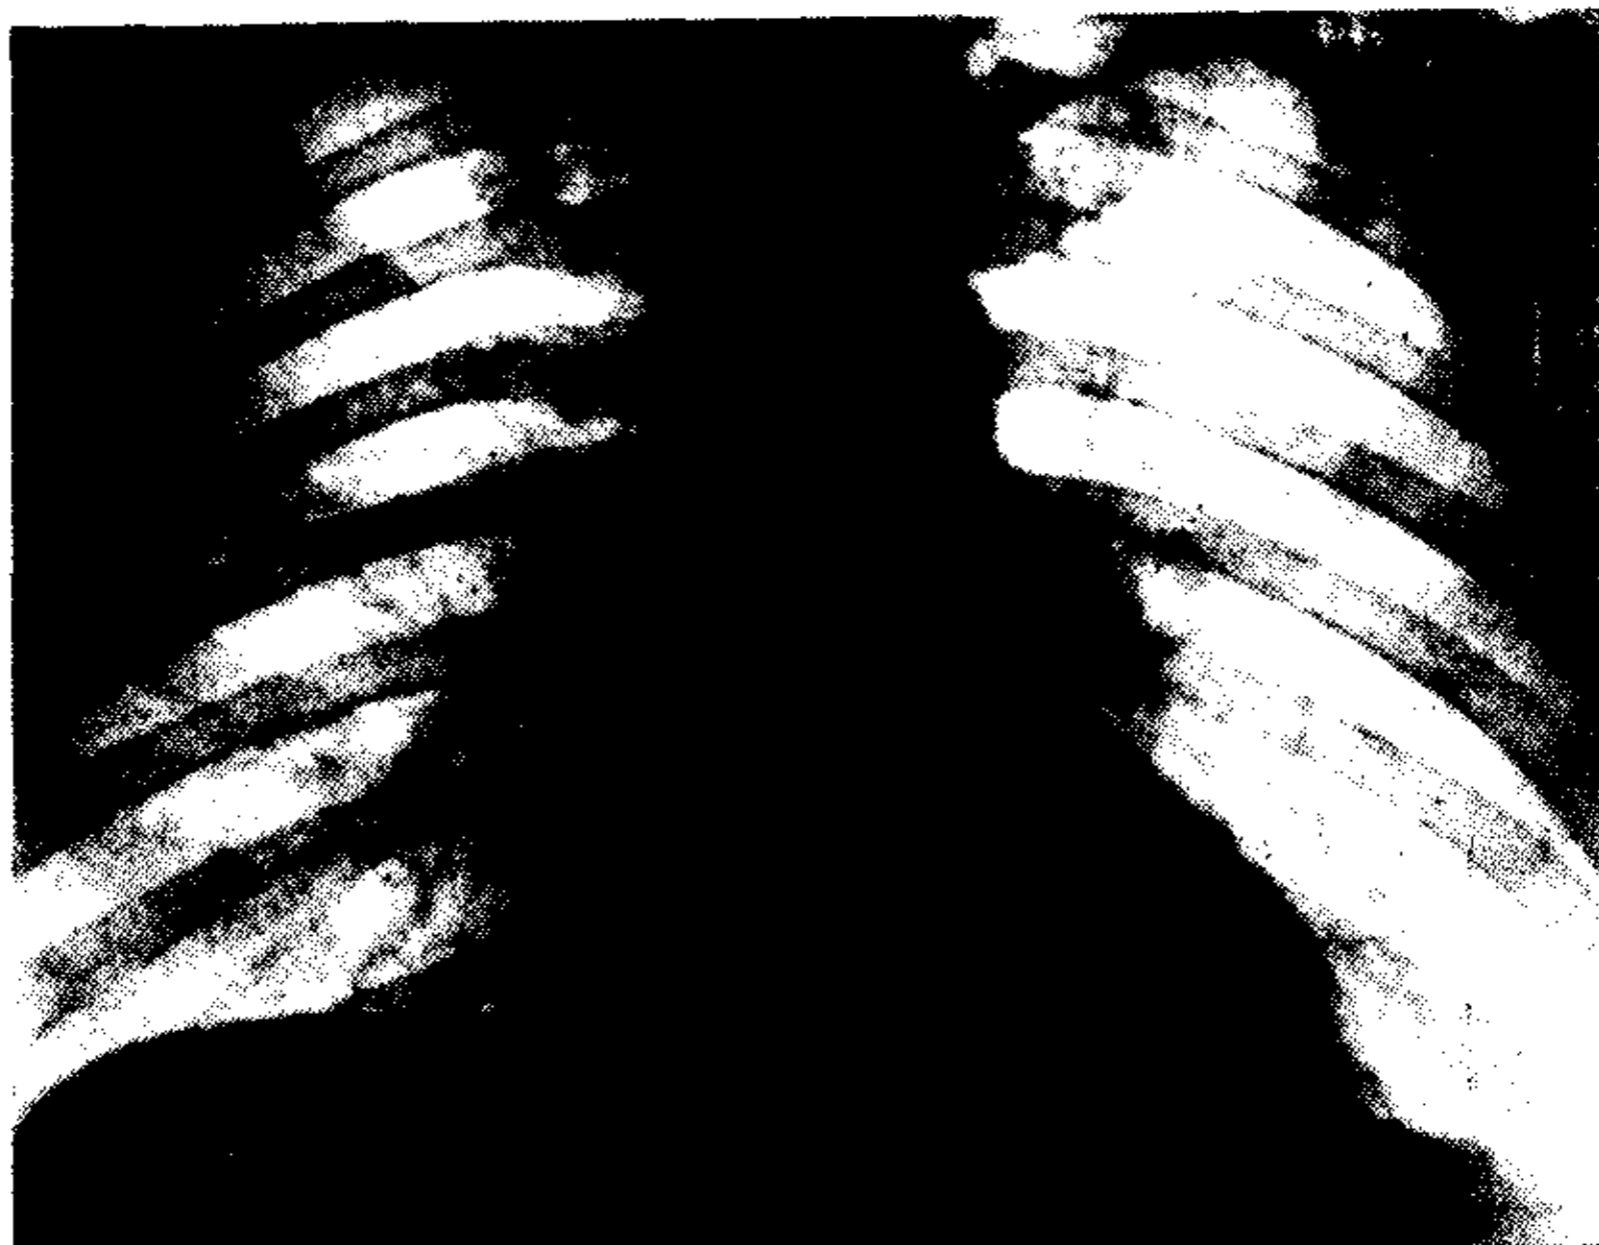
Corazón horizontal. Teleradiografía en espiración, mostrando la mayor inclinación del borde externo de la sombra parapexiana.
